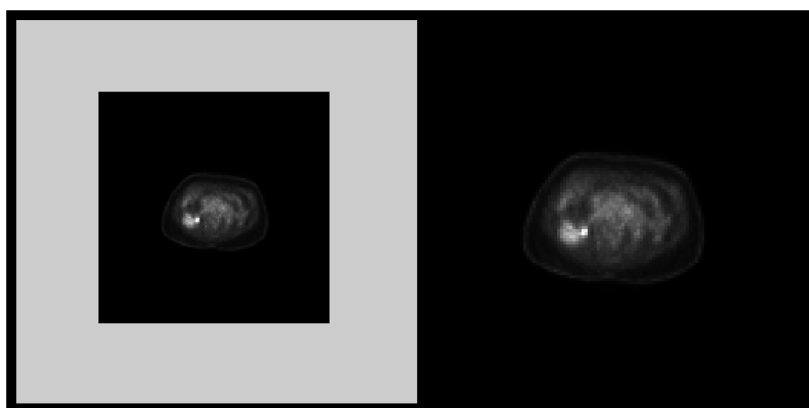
A la izquierda, imagen original PET⁶, 128×128 . A la derecha, imagen PET sobre-muestreada de dimensiones 512×512 , al igual que la imagen CT.
